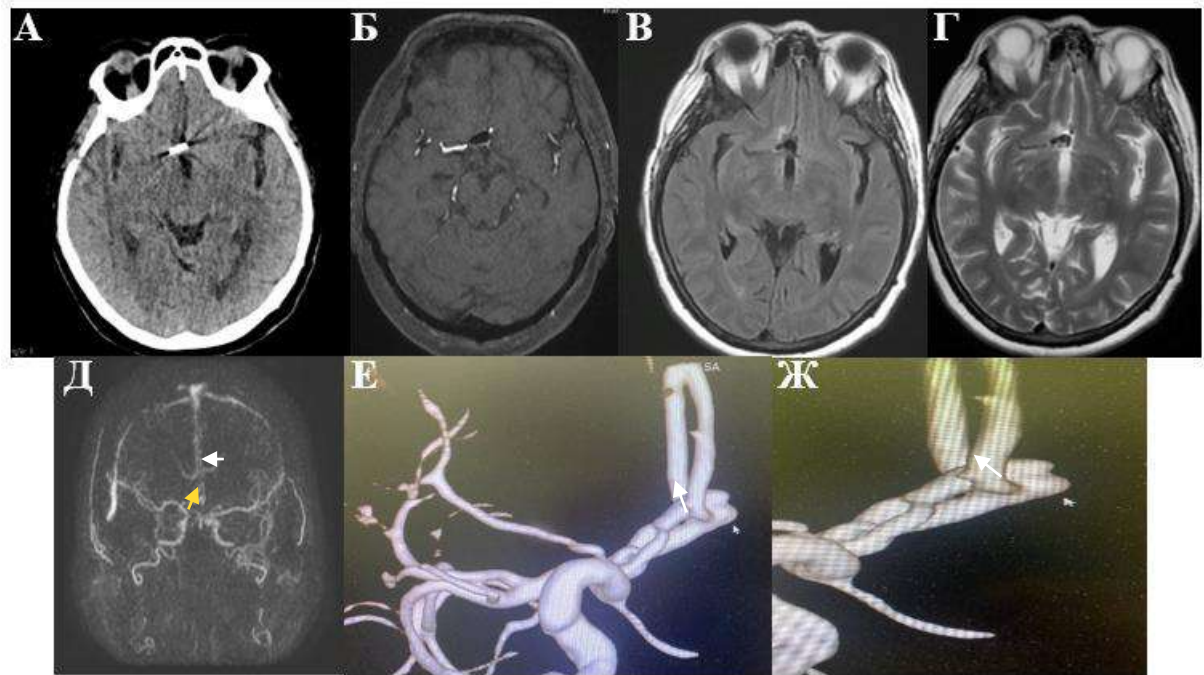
Пациент, 60 лет, состояние после микрохирургического клипирования аневризмы ПСоА. Контрольные исследования через 23 мес. после лечения: А – нативная КТ, Б-Д – МРТ (Б – 3D-TOF, В – FLAIR, Г – T2-ВИ, Д – TRICS), Е-Ж – ЦАГ. На нативной КТ определяется клипса, создающая артефакты. На МРТ (Б, В, Г) в месте установки клипсы визуализируются артефакты. На МРА-TRICS (Д) артефакты отсутствуют, видна пришеечная часть аневризмы, указанная белой стрелкой, подтвержденная по данным ЦАГ (Е, Ж). Кроме того, подтверждена аневризма клиноидного отдела левой ВСА (Д, желтая стрелка)
